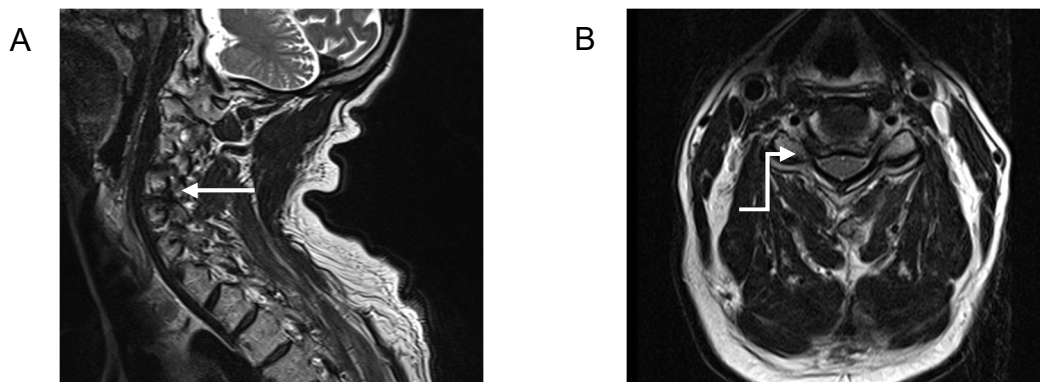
MRT: Hochgradige Einengung des Neuroforamens auf der Höhe C5 rechts modifiziert nach Härtig et al. (2022)
